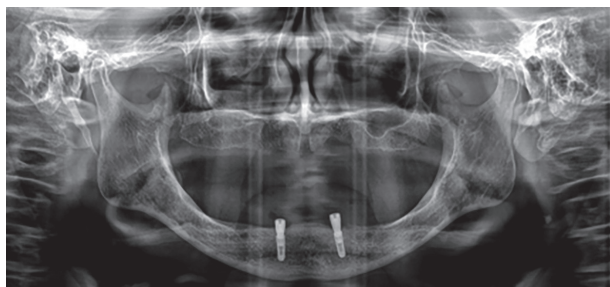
Panoramic radiograph after insertion of two implants in the mandible.
